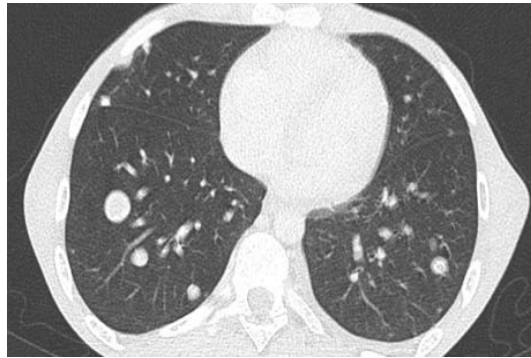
TDM thoracique en fenêtre parenchymateuse en coupe axiale : multiples nodules et micronodules intra parenchymateux éparpillés au niveau des deux champs pulmonaires secondaire à un ostéosarcome du fémur gauche.
